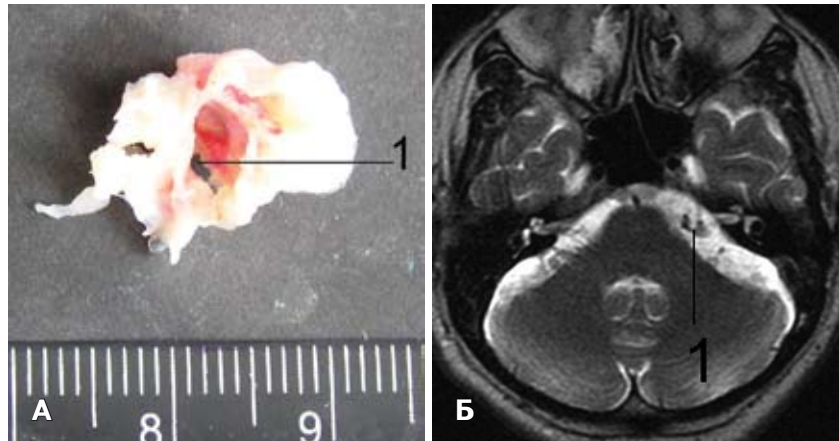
Хворий С. НТН ліворуч в поєднанні з холестеатомою. А — фрагмент фіброзної частини холестеатоми: 1 — розсічене фіброзне кільце, що охоплювало корінець ТН; Б — МРТ в Т-1W режимі: 1 — фіброзний фрагмент холестеатоми.
